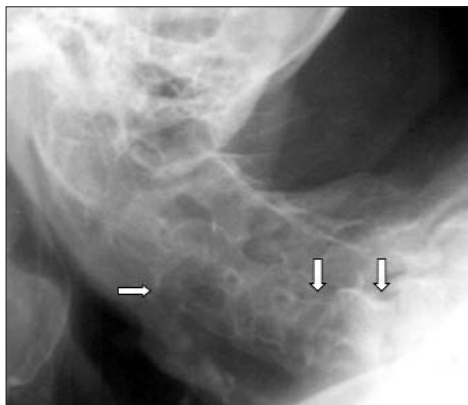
Рентгенограмма грудного отдела позвоночника в боковой проекции. Распространенный пороз костей. Множественные передние синдесмофиты. Выраженная передняя клиновидная деформация тела  $T_{VII}$  (стрелка)
